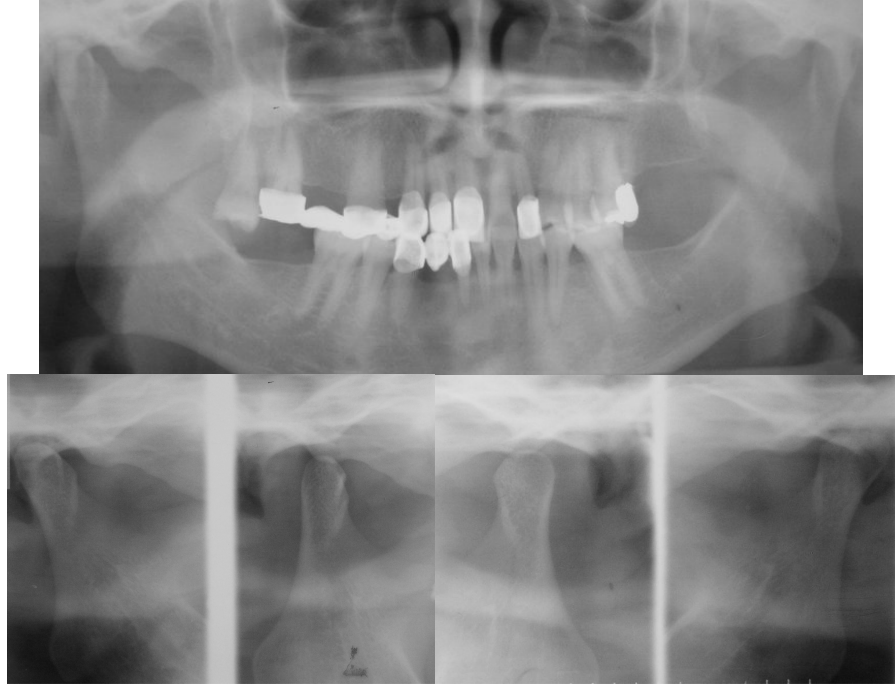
Olgu 7'nin tedavi sonrası röntgenleri
